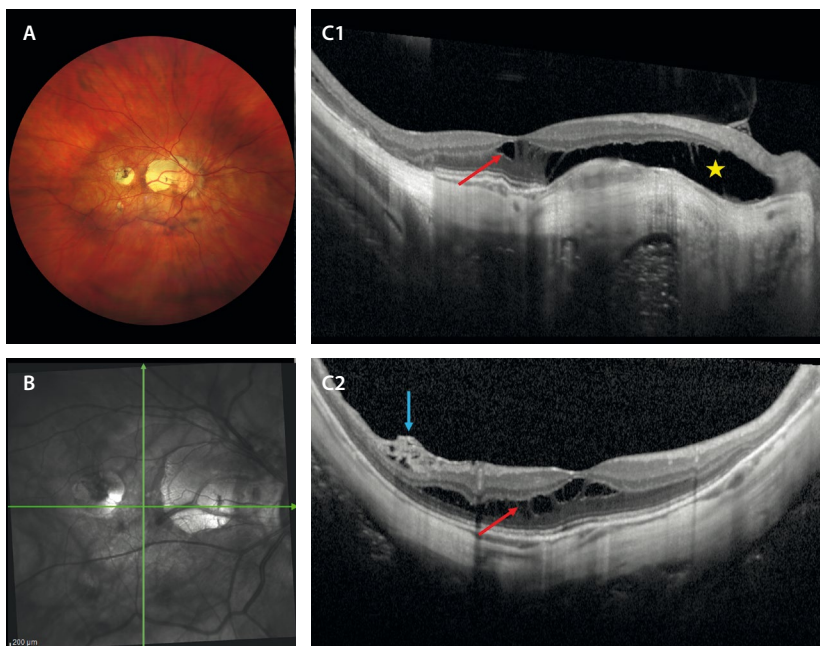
Retinosquias macular de capas medias y externas. A) En la retinografía se observan parches de atrofia coriorretiniana en el seno de un estafiloma posterior. B) En la infrarroja se aprecia un corte horizontal que representa la tomografía de coherencia óptica en C1 y uno vertical que representa la tomografía de coherencia óptica en C2. C1) Se aprecia una separación de la retina a nivel de la capa plexiforme externa (entre la capa nuclear interna y externa, flecha roja). En caso de que el epitelio pigmentario de la retina y la coriocapilar estén ausentes, al no haber barrera hematorretiniana externa funcional, los espacios de esquias se hacen más llamativos, con imagen de espacios ópticamente vacíos a nivel de las capas externas (estrella amarilla), que dan imágenes de esquias crónicas degenerativas. C2) Además de la retinosquias de capas medias (flecha roja), se aprecia una tracción focal a nivel de los vasos en las arcadas vasculares, con mínima retinosquias de capas internas traccional (flecha azul).
